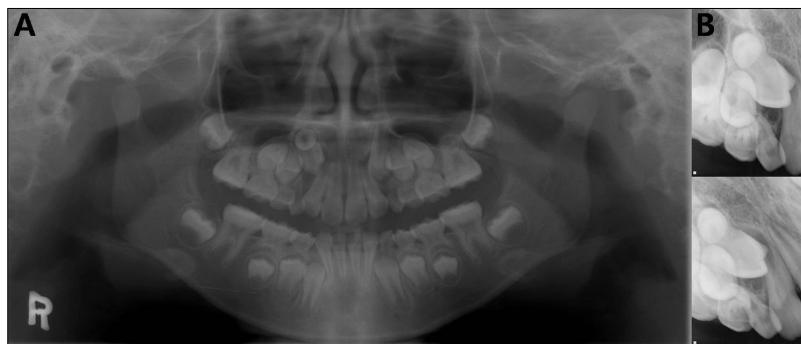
Initial panoramic radiograph(A), Periapical radiograph(B).
